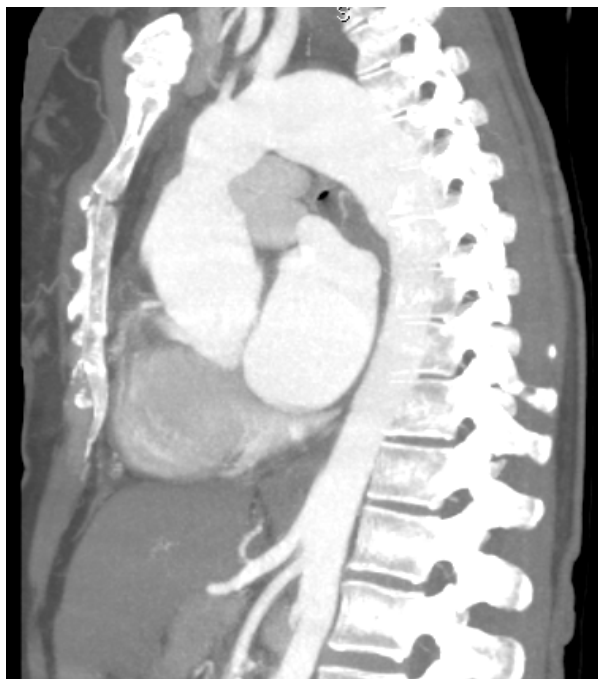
Angiografie computerizată a aortei și vaselor magistrale. Angio-CT cu reconstrucție 3D
